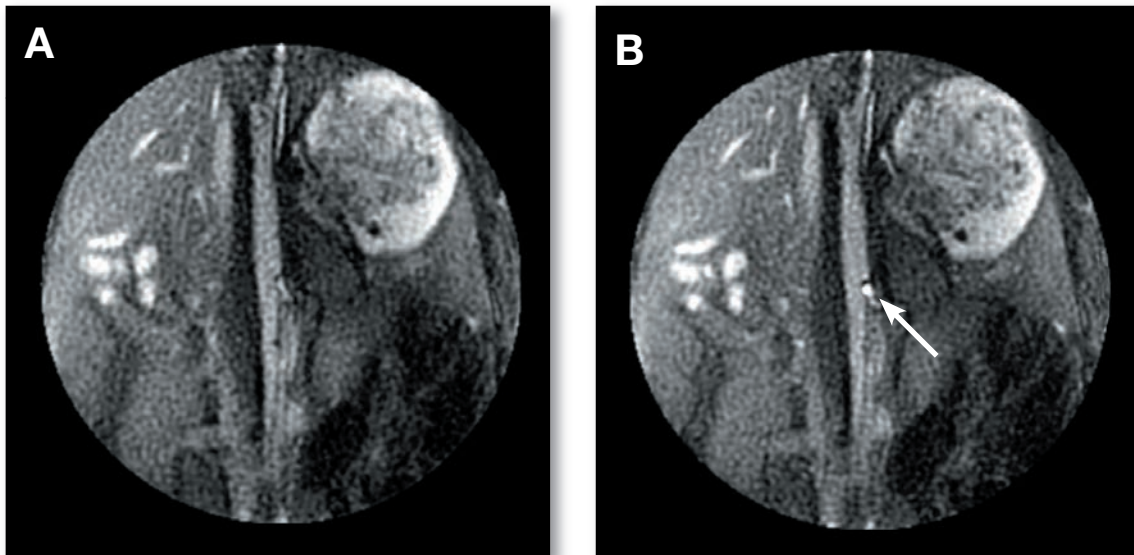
Transversale In-vivo MRT Bilder (SSFP-Sequenz: TR 3,3/ TE 1,4; Flipwinkel 30° Schichtdicke 6mm, Matrix 128 x 128) mit dem optisch schaltbaren Katheter in der Aorta abdominalis. Katheter in A im verstimmten Zustand, in B im angeschalteten Zustand und mit hellem Kontrast (Pfeil).
